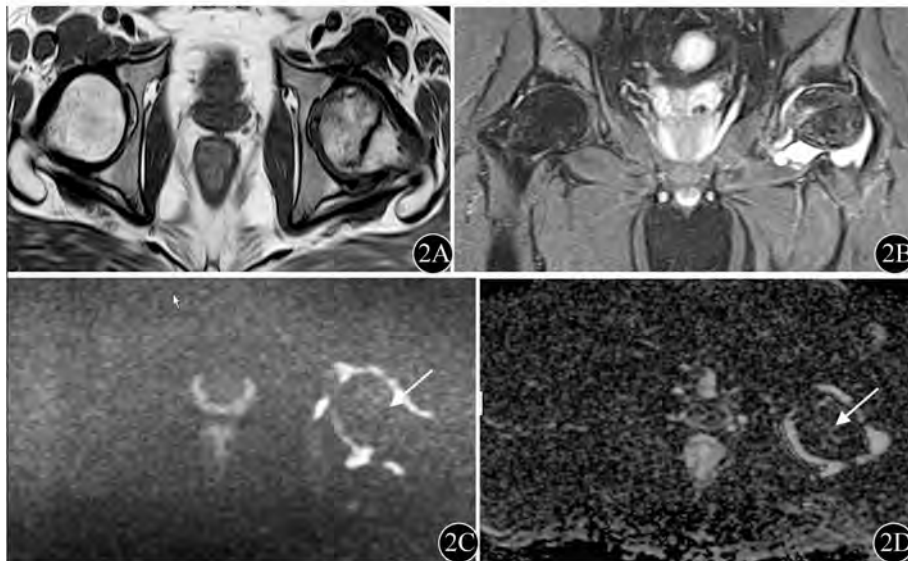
左侧股骨头缺血坏死MRI。2A: 轴位T1WI; 2B: 冠状位T2WI压脂像, 可见左侧股骨头内不规则线状低T1高T2信号影; 2C: DWI图; 2D: ADC图, 左侧股骨头坏死区及关节腔积液均呈高信号, 测得病灶区ADC均值  $(1.12 \pm 0.16) \times 10^{-3} \text{ mm}^2/\text{s}$
